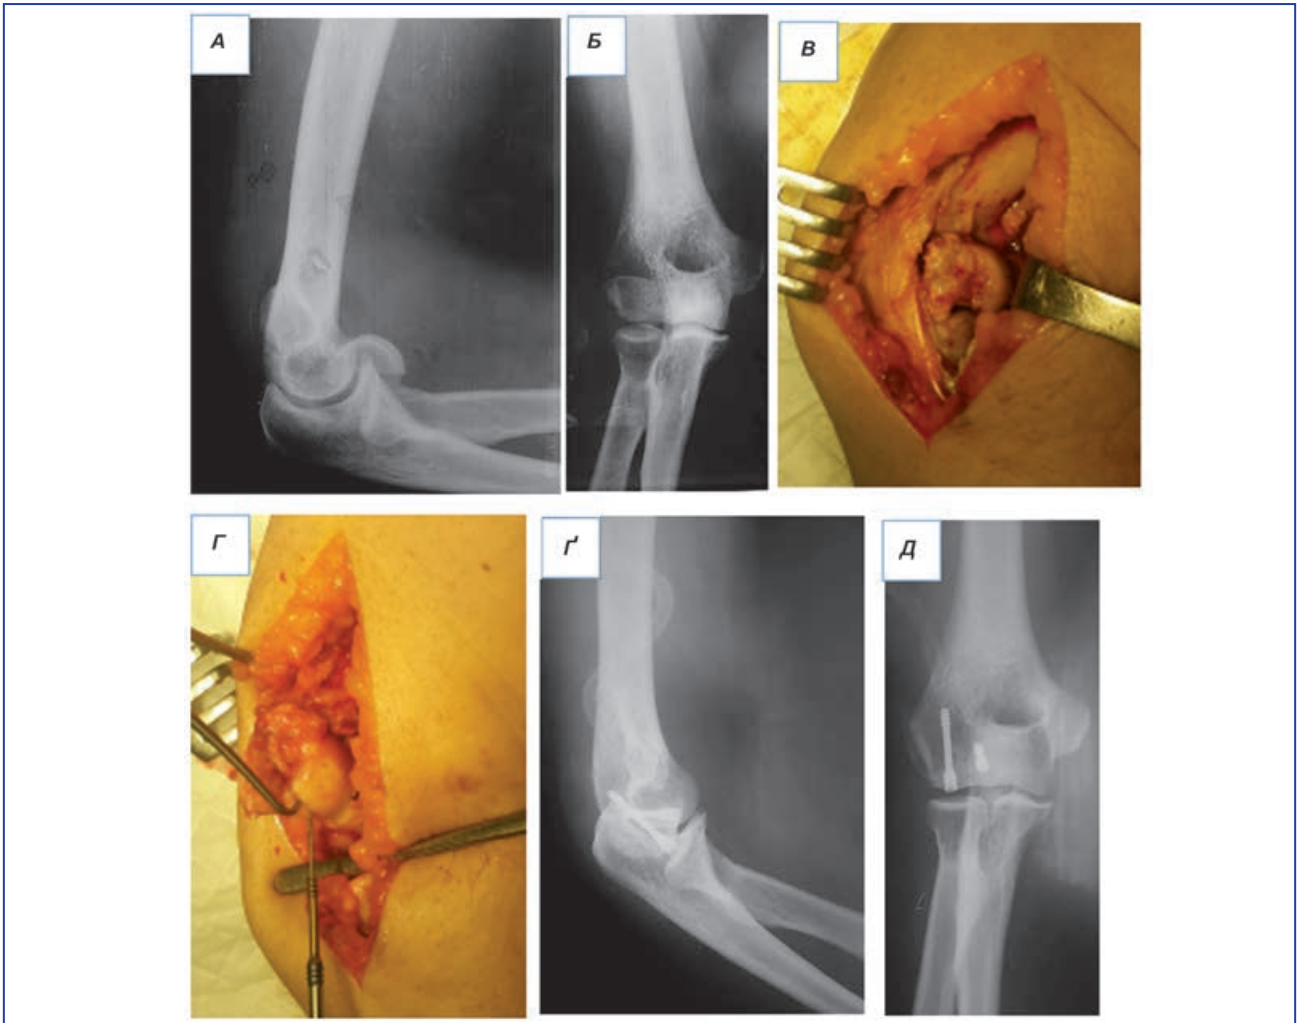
Рентгенограми та інтраопераційні фотографії ліктьового суглоба хворої К., 58 р., історія хвороби 526956, із переломом *capitulum humeri* 1-го типу за Bryan – Morrey: А, Б) передопераційні рентгенограми; В) інтраопераційна фотографія латерального доступу до ліктьового суглоба (за Капланом) з виділенням уламком головки плечової кістки; Г) інтраопераційна фотографія з репонованою головкою плечової кістки з провізornoю фіксацією спицею перед остеосинтезом модифікованим гвинтом Герберта *Twin-Fix*; Е, Ф) післяопераційні рентгенограми.
